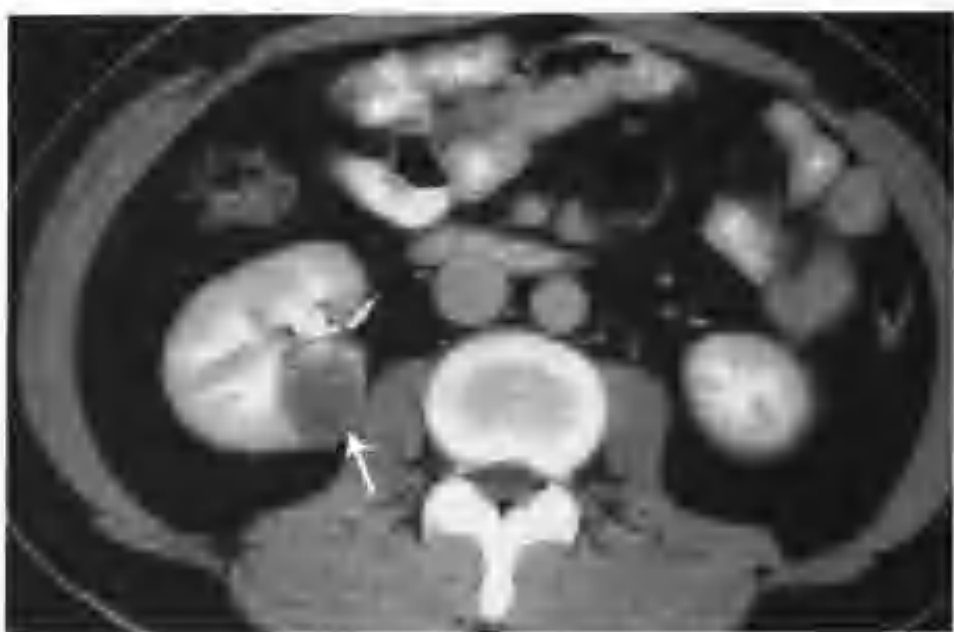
与图 2-1-63 为同一病例, 肾盂期病灶强化无改变, CT 值 35HU , 病灶边界光滑清楚 (箭头)
